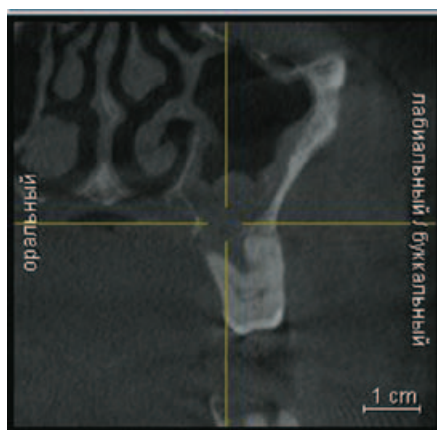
Корональный срез томограммы пациента
